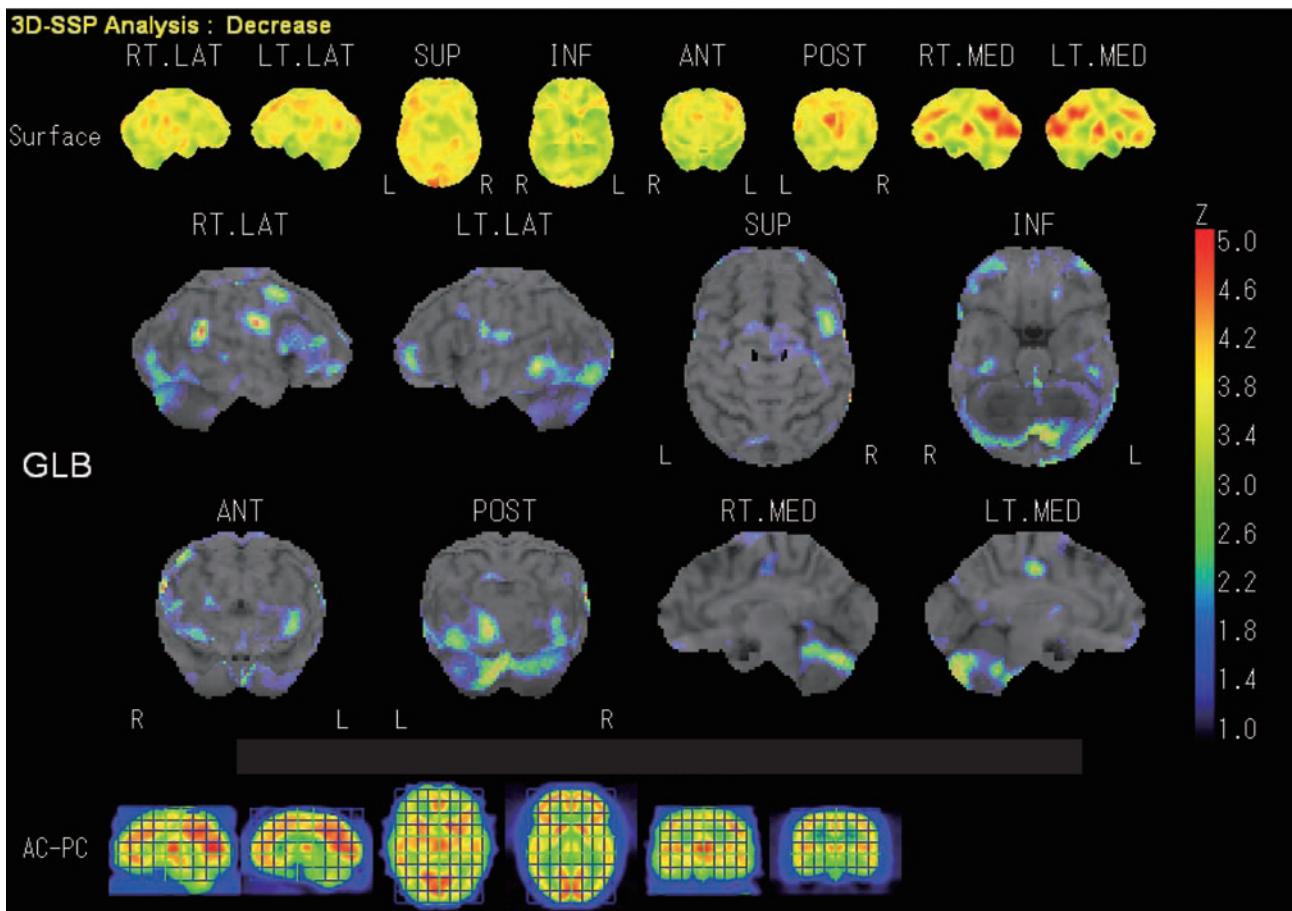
¹²³I-IMP brain SPECT.
